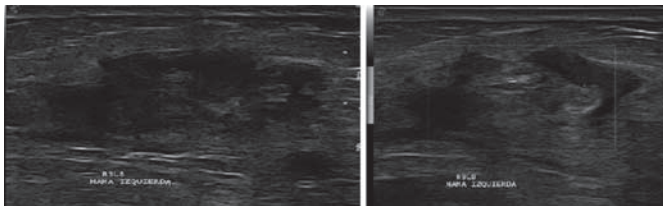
Ultrasonido de mama izquierda R9LB; se identifica un nódulo irregular, heterogéneo, con vascularidad central.
